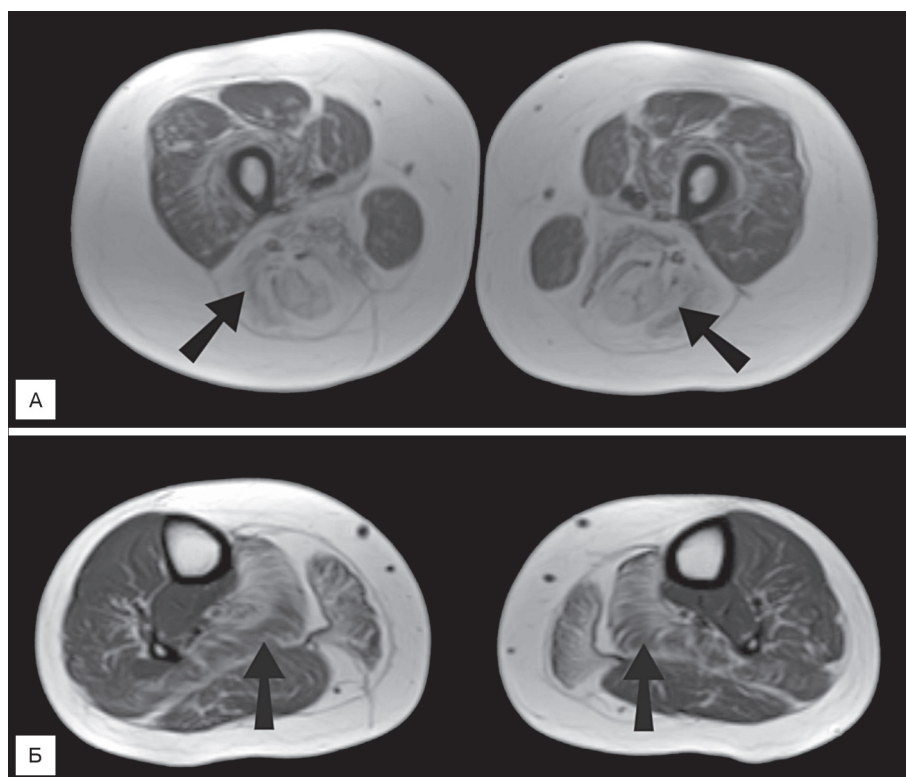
МРТ-изображение бедра (А) и голени (Б) у больного с поражением кальцаина 3.
